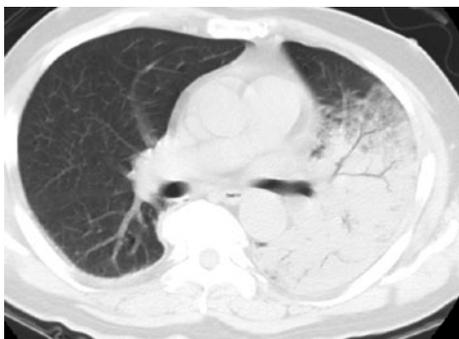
入院時の胸部単純CT. 左上葉およびS⁶に気管支透亮像を伴う濃厚な浸潤影を認め、大葉性肺炎の所見を呈している。
